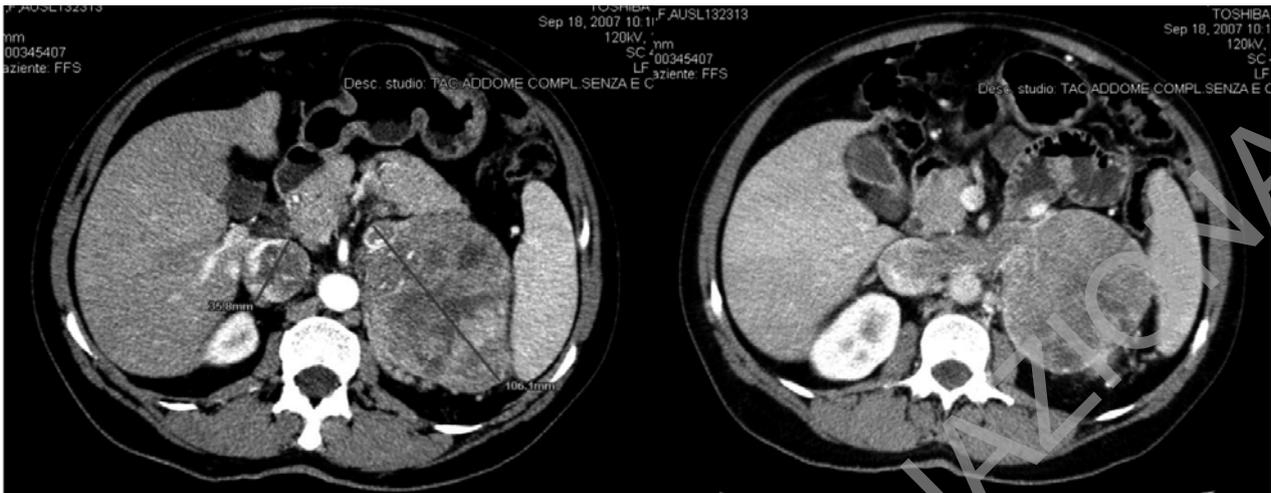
Immagini TC della massa surrenalica e del trombo cavale.
